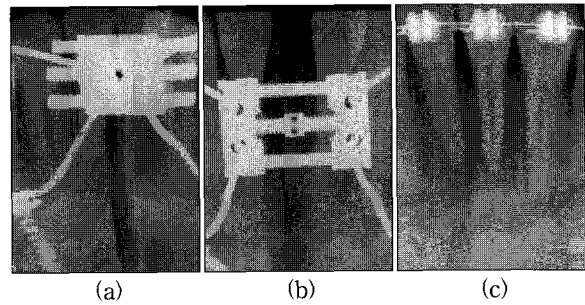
Periapical x-ray view of case 2
